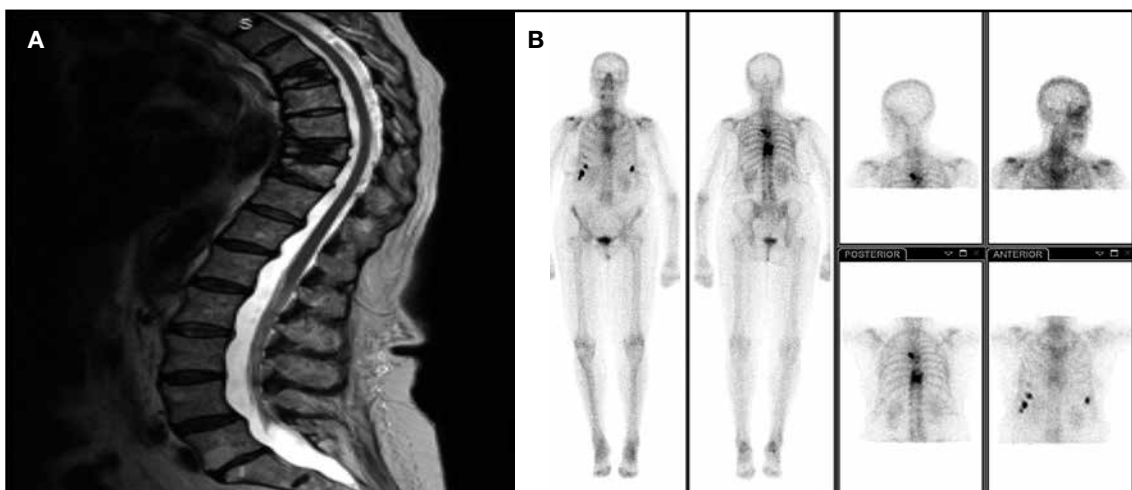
Paciente (caso 1) con fracturas vertebrales múltiples luego de 9 meses de suspensión del denosumab. A. Se advierte en RMN cementación de D6-D9 y nuevas fracturas en D5-D8-D10 contiguas a las citadas. B. En el centellograma óseo con tecnecio 99 se observa hipercaptación a nivel de columna dorsal y en ambas parrillas costales.
